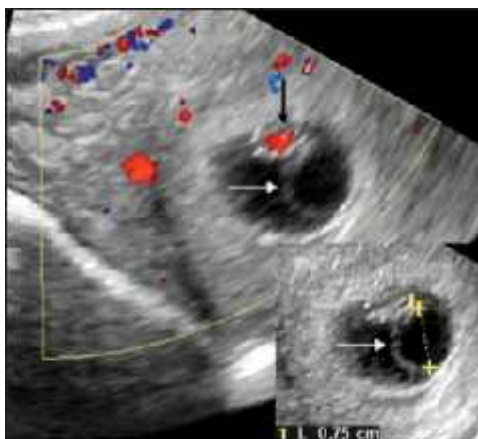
Saco vitelino grande. La ecografía transvaginal a las 7 semanas 1 día muestra un embrión con actividad cardíaca (flecha negra) y un gran saco vitelino (flechas blancas) con un diámetro medio de 7,5 mm.
